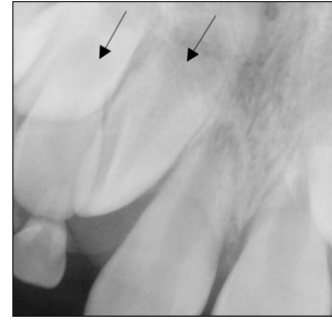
Periapical view of case 1. Right permanent supplemental lateral incisor can be seen. Black arrows indicate lateral incisor and supplemental lateral incisor.
